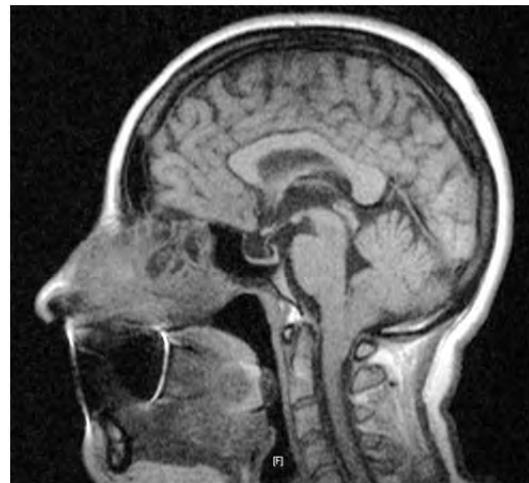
Опущений довгастий мозок і серединний отвір (отвір Мажанді) розташовуються на рівні великого отвору потиличної кістки, компресія дистального відділу довгастого мозку, мигдаликов мозочка і краніальних відділів спинного мозку. Магнітно-резонансна томографія голови і шиї пацієнтки Н. (бічна проекція).
